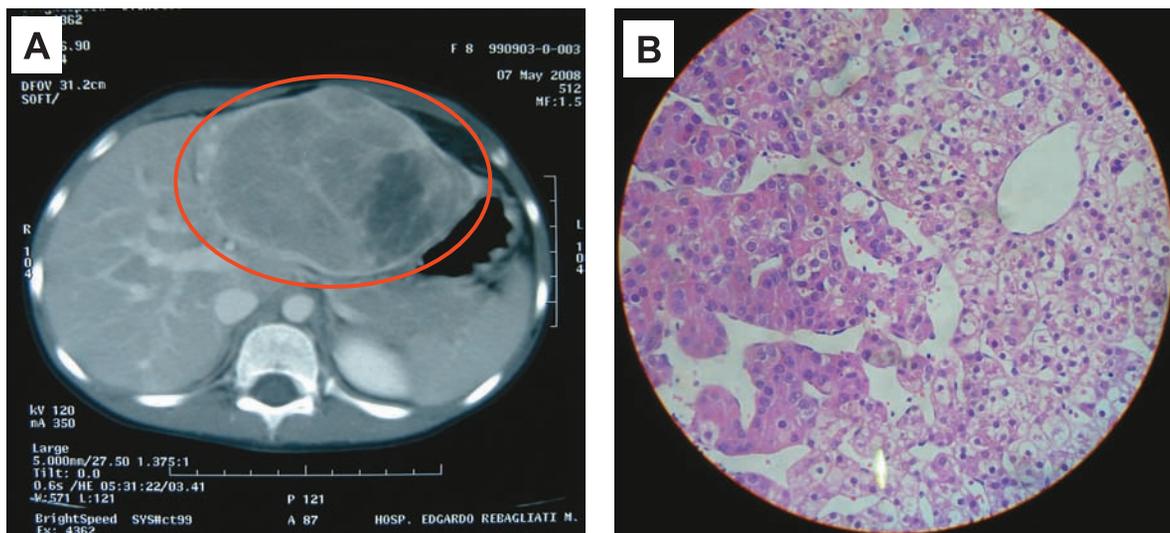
A) Tomografía basal. B) Biopsia percutánea de hígado que nos muestra un hepatocarcinoma medianamente diferenciado.
